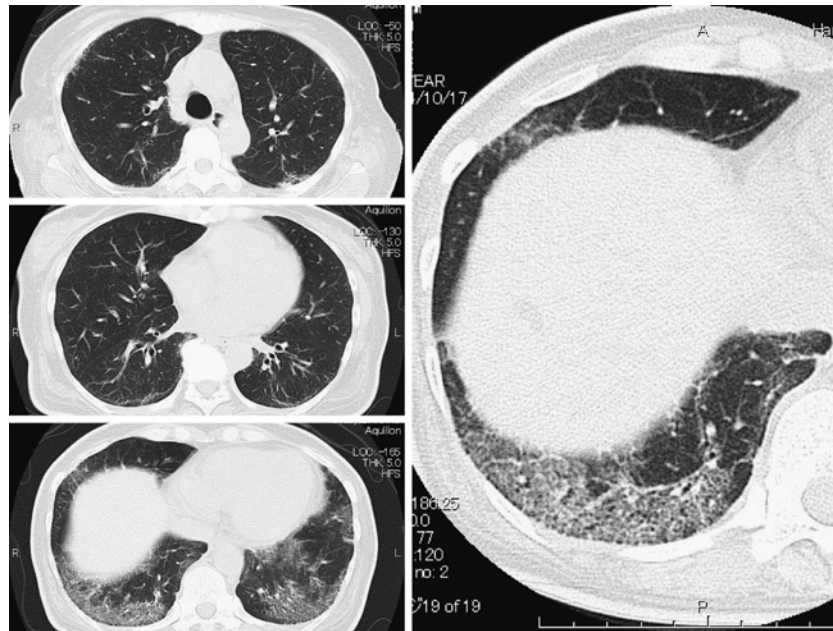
Chest CT scan on admission shows ground-glass opacities in both lower lung lobes with predominant subpleural lesions, and also shows mild traction bronchiectasis and subpleural curvilinear shadows, without typical honeycomb.
